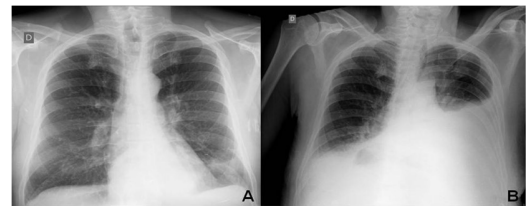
Imagens de radiografias dos campos pleuropulmonares obtidas na fase inicial (A). Controle na final de evolução, que revelou extenso derrame pleural bilateral mais acentuado à esquerda (B) que antecedeu a ocorrência do óbito.
